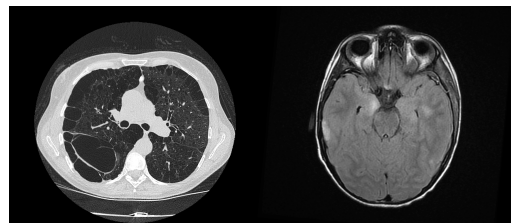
exemple d'images proposées, à gauche : scanner cou-thorax, à droite : IRM de crane
